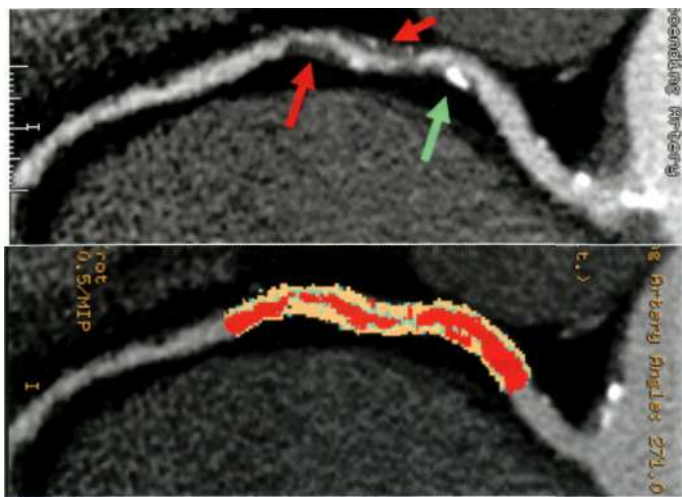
МСКТ-коронарография с цветовым кодированием атеросклеротических изменений правой коронарной артерии (мягкая бляшка - желтый цвет, кальцинированные участки и кровь - красный цвет). Гемодинамически значимый стеноз обусловлен наличием некальцинированной бляшки (зеленая стрелка), а мягкой бляшки (красная стрелка).
